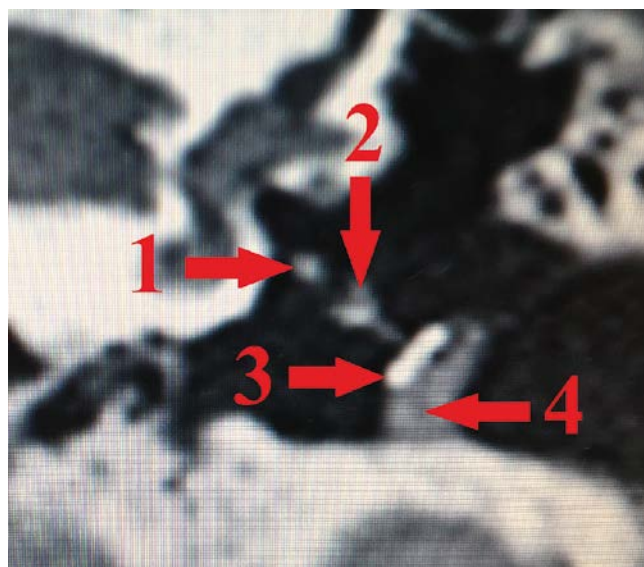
МСКТ левой височной кости в коронарной проекции. 1 — головка стремени; 2 — ножка протеза; 3 — головная пластинка протеза; 4 — рубцовая деформация в области переднего меатотимпанального угла
